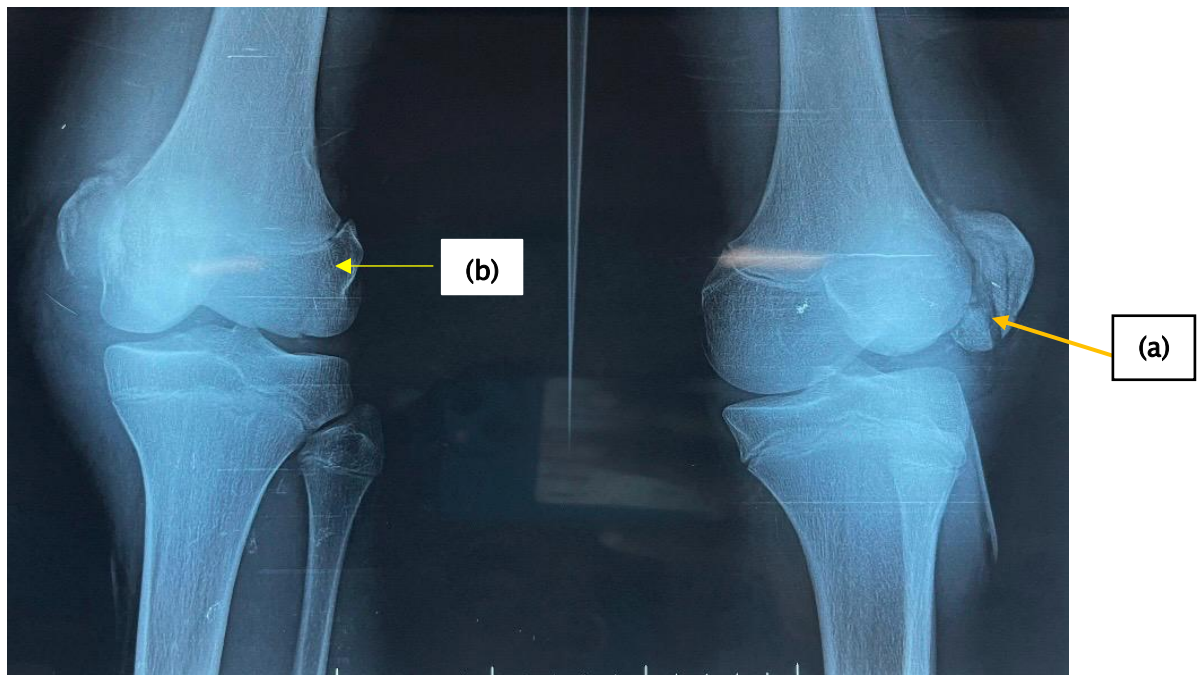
Radiographie du genou de face et de profil, montrant une fracture comminutive de la patella (a) associée à une fracture du condyle externe du fémur stade 3 de SALTER et HARRIS (b)
